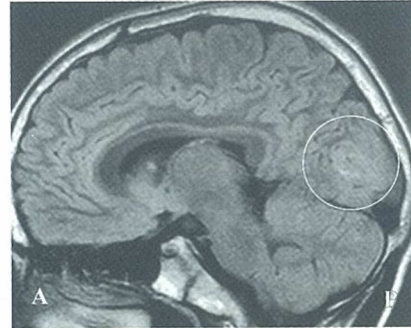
FLAIR法MRI、円内に高信号域が認められる
